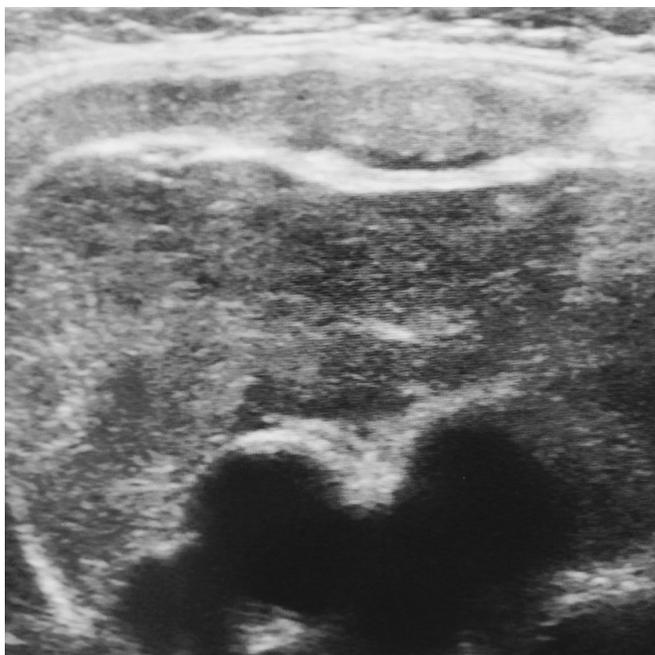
УЗИ вилочковой железы. Тимомегалия
